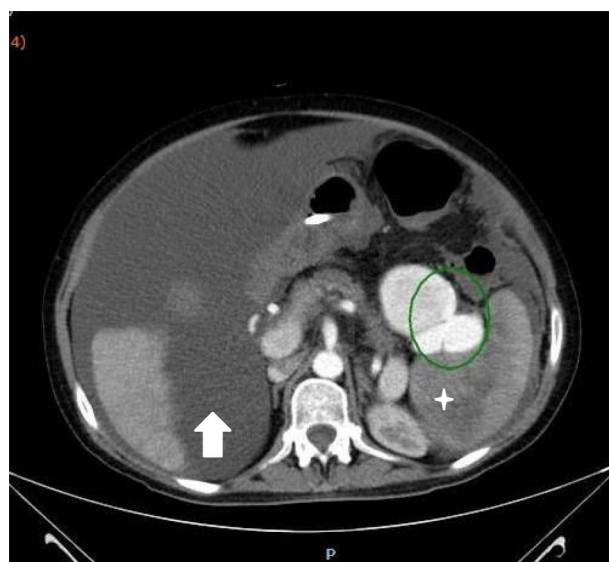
TC abdominal. Corte transversal. Abundante ascitis (flecha). Bazo aumentado de tamaño con densidad heterogénea, apreciándose áreas hipoatenuadas que sugieren infarto (estrella). Arteria esplénica con dilatación aneurismática distal, asociada a imagen sugestiva de fístula arteriovenosa (aparente comunicación y relleno precoz de la vena esplénica) (círculo).
